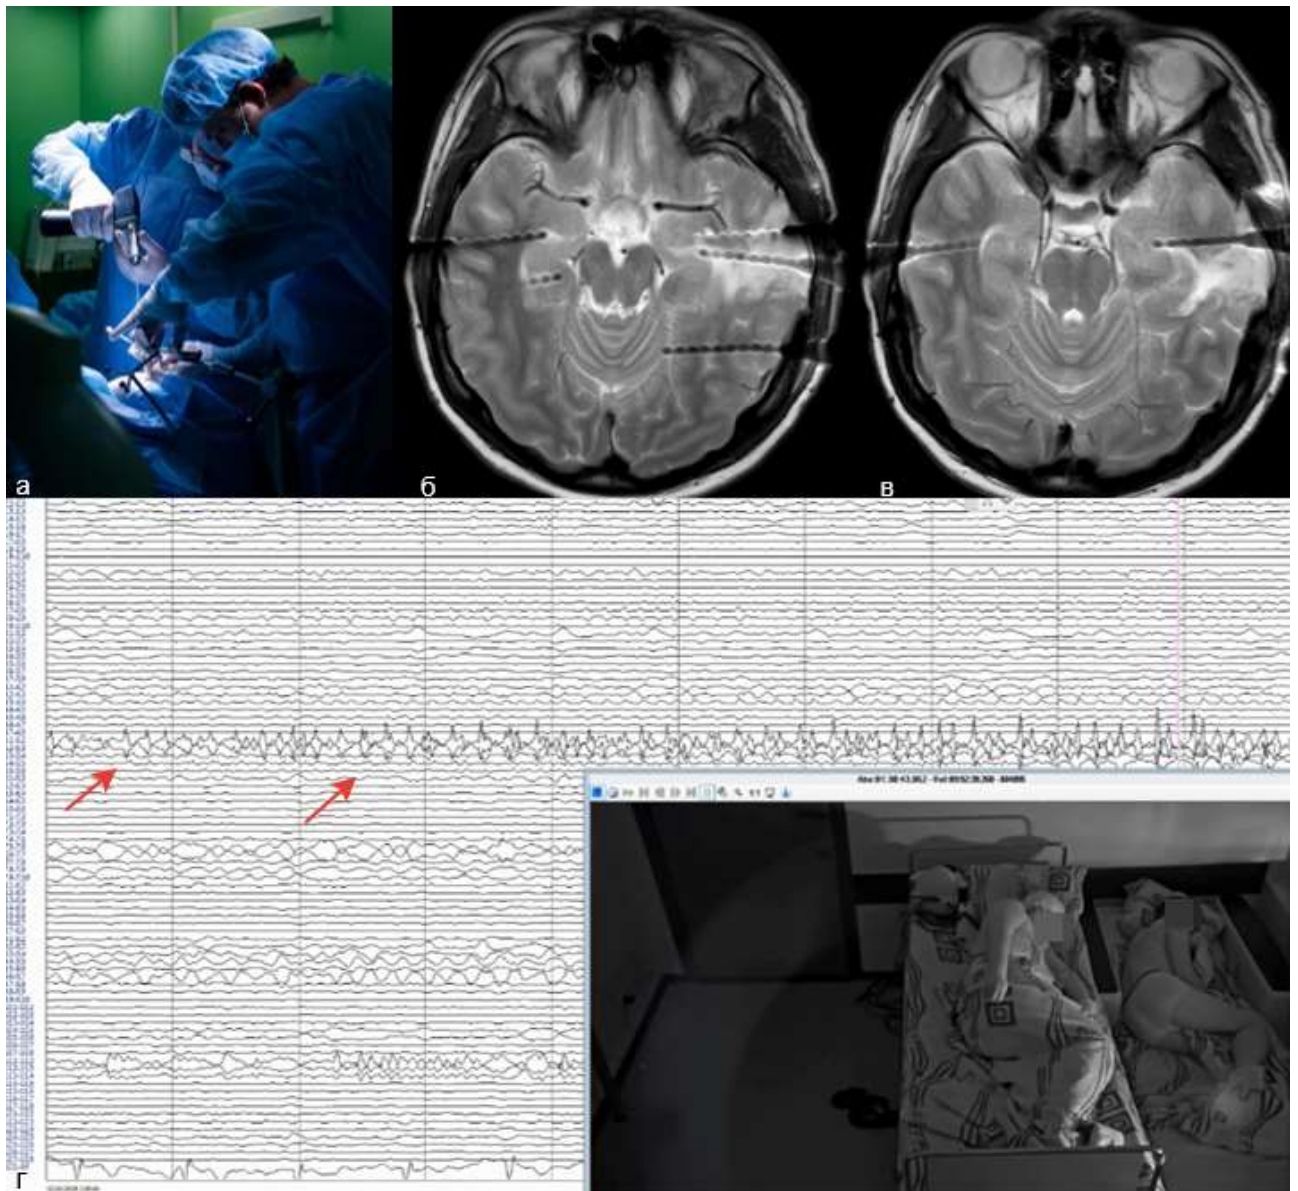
Пациент Б. имплантация глубинных электродов (СЭЭГ). Междисциплинарная бригада специалистов в составе нейрохирургов и нейрофизиологов проводит имплантацию глубинных электродов (а). Контрольная МРТ демонстрирует, что глубинные электроды имплантированы в области согласно размеченной траектории (б, в). Запись инвазивной ЭЭГ в стадии ночного сна: регистрируется иктальный паттерн под электродами, установленными в левый гиппокамп
